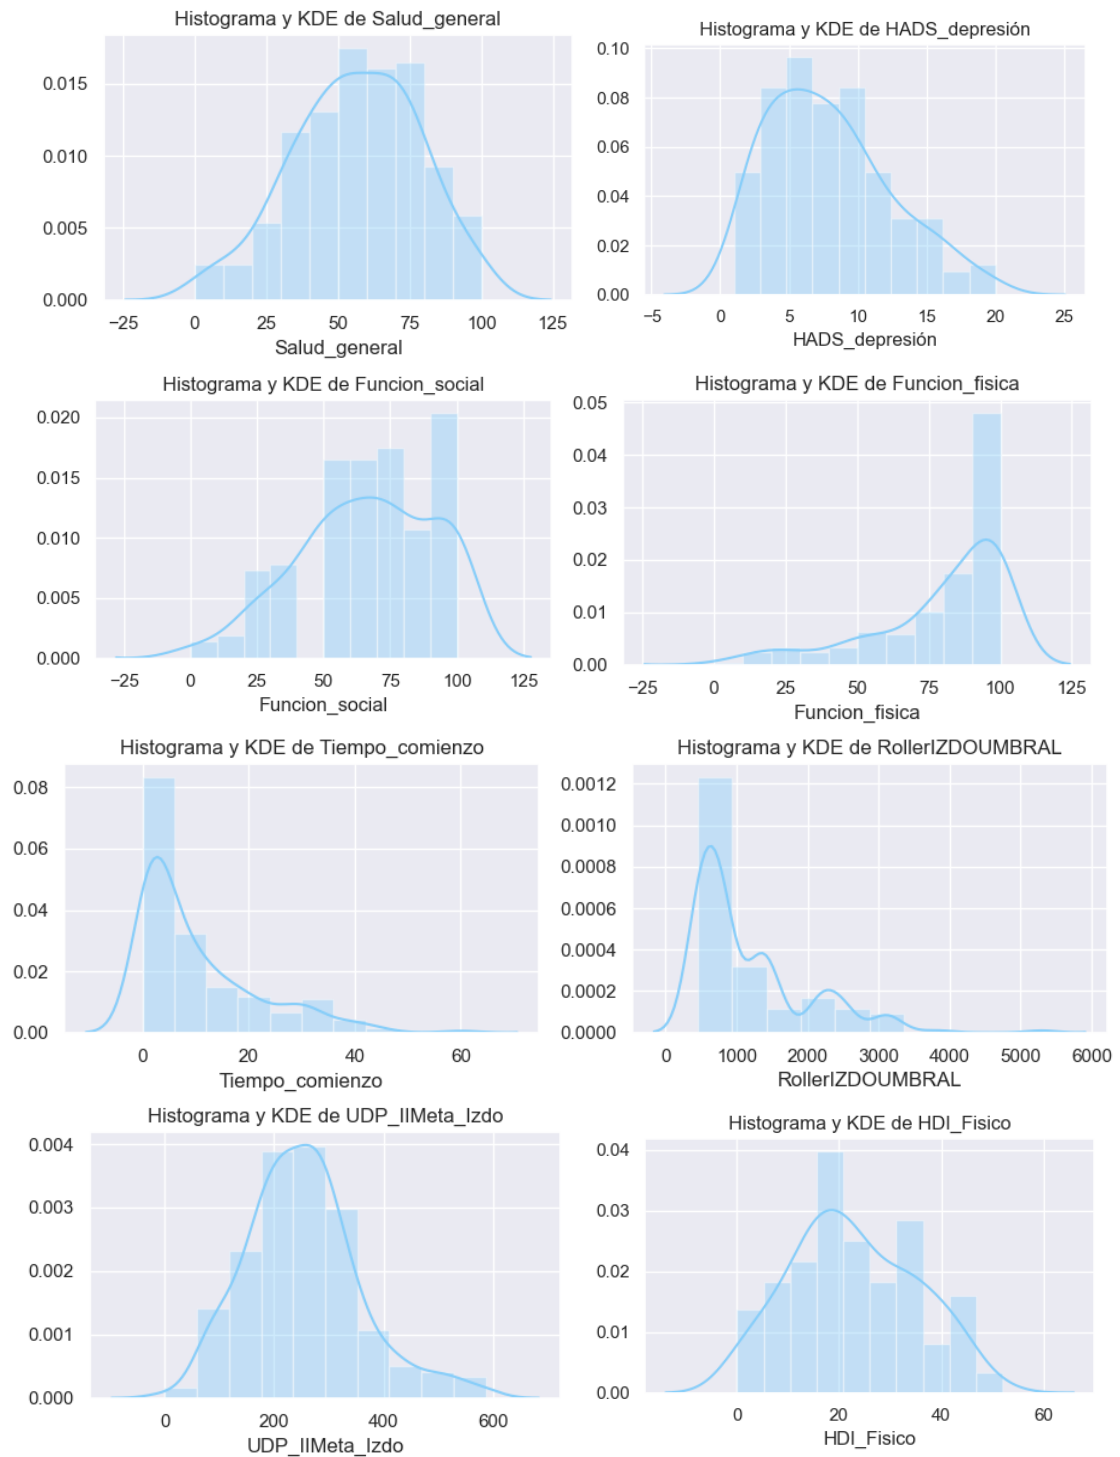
Histogramas y KDE de características del conjunto de datos de CT.
